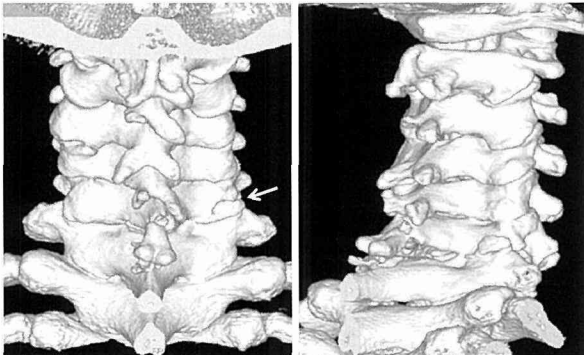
Three dimensional CT clearly demonstrated fracture of inferior facet of C6 and unilateral facet interlocking.
